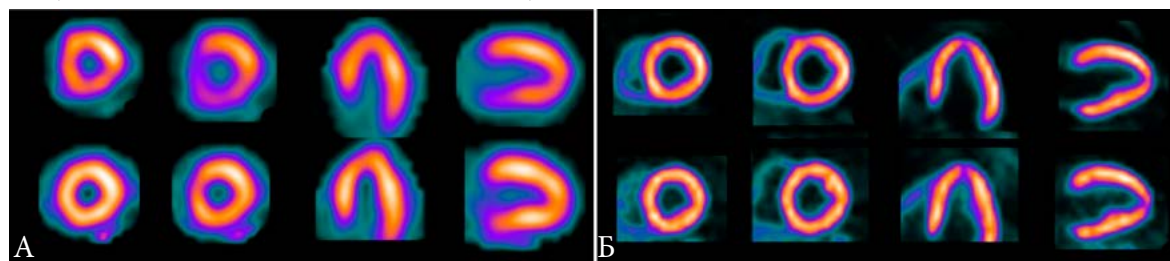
Визуальное качество изображений ОЭКТ с <sup>99m</sup>Tc-МИБИ (А) и ПЭТ с <sup>18</sup>F-flurpiridaz (Б) [142].
